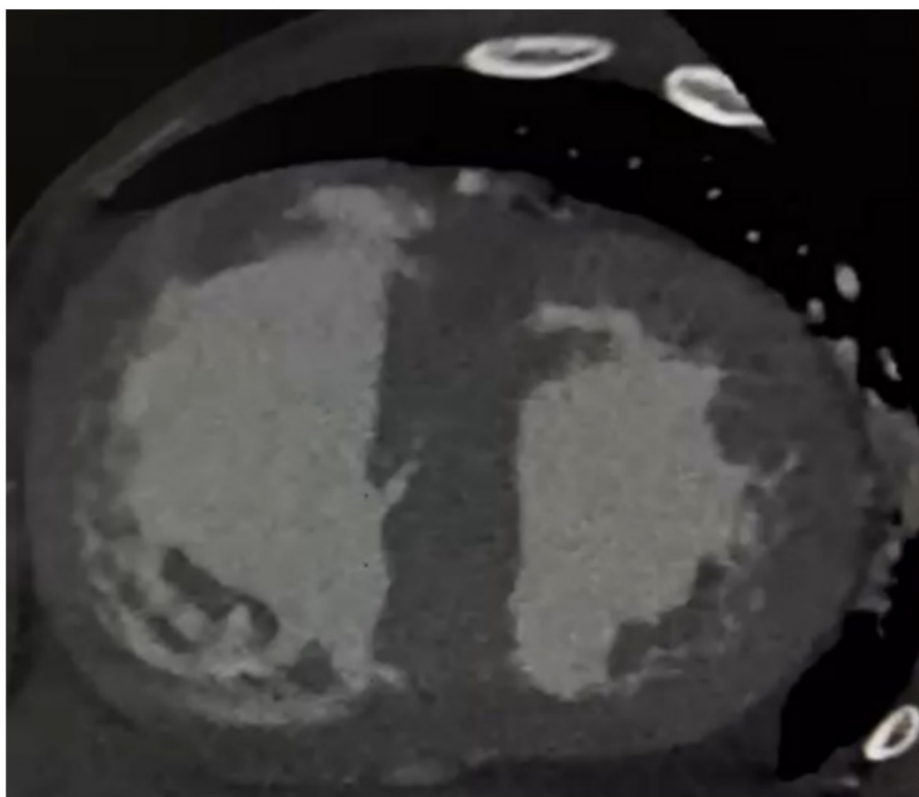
Tomografía cardíaca. Corte en Eje corto basal evidenciando Rectificación del septo interventricular
